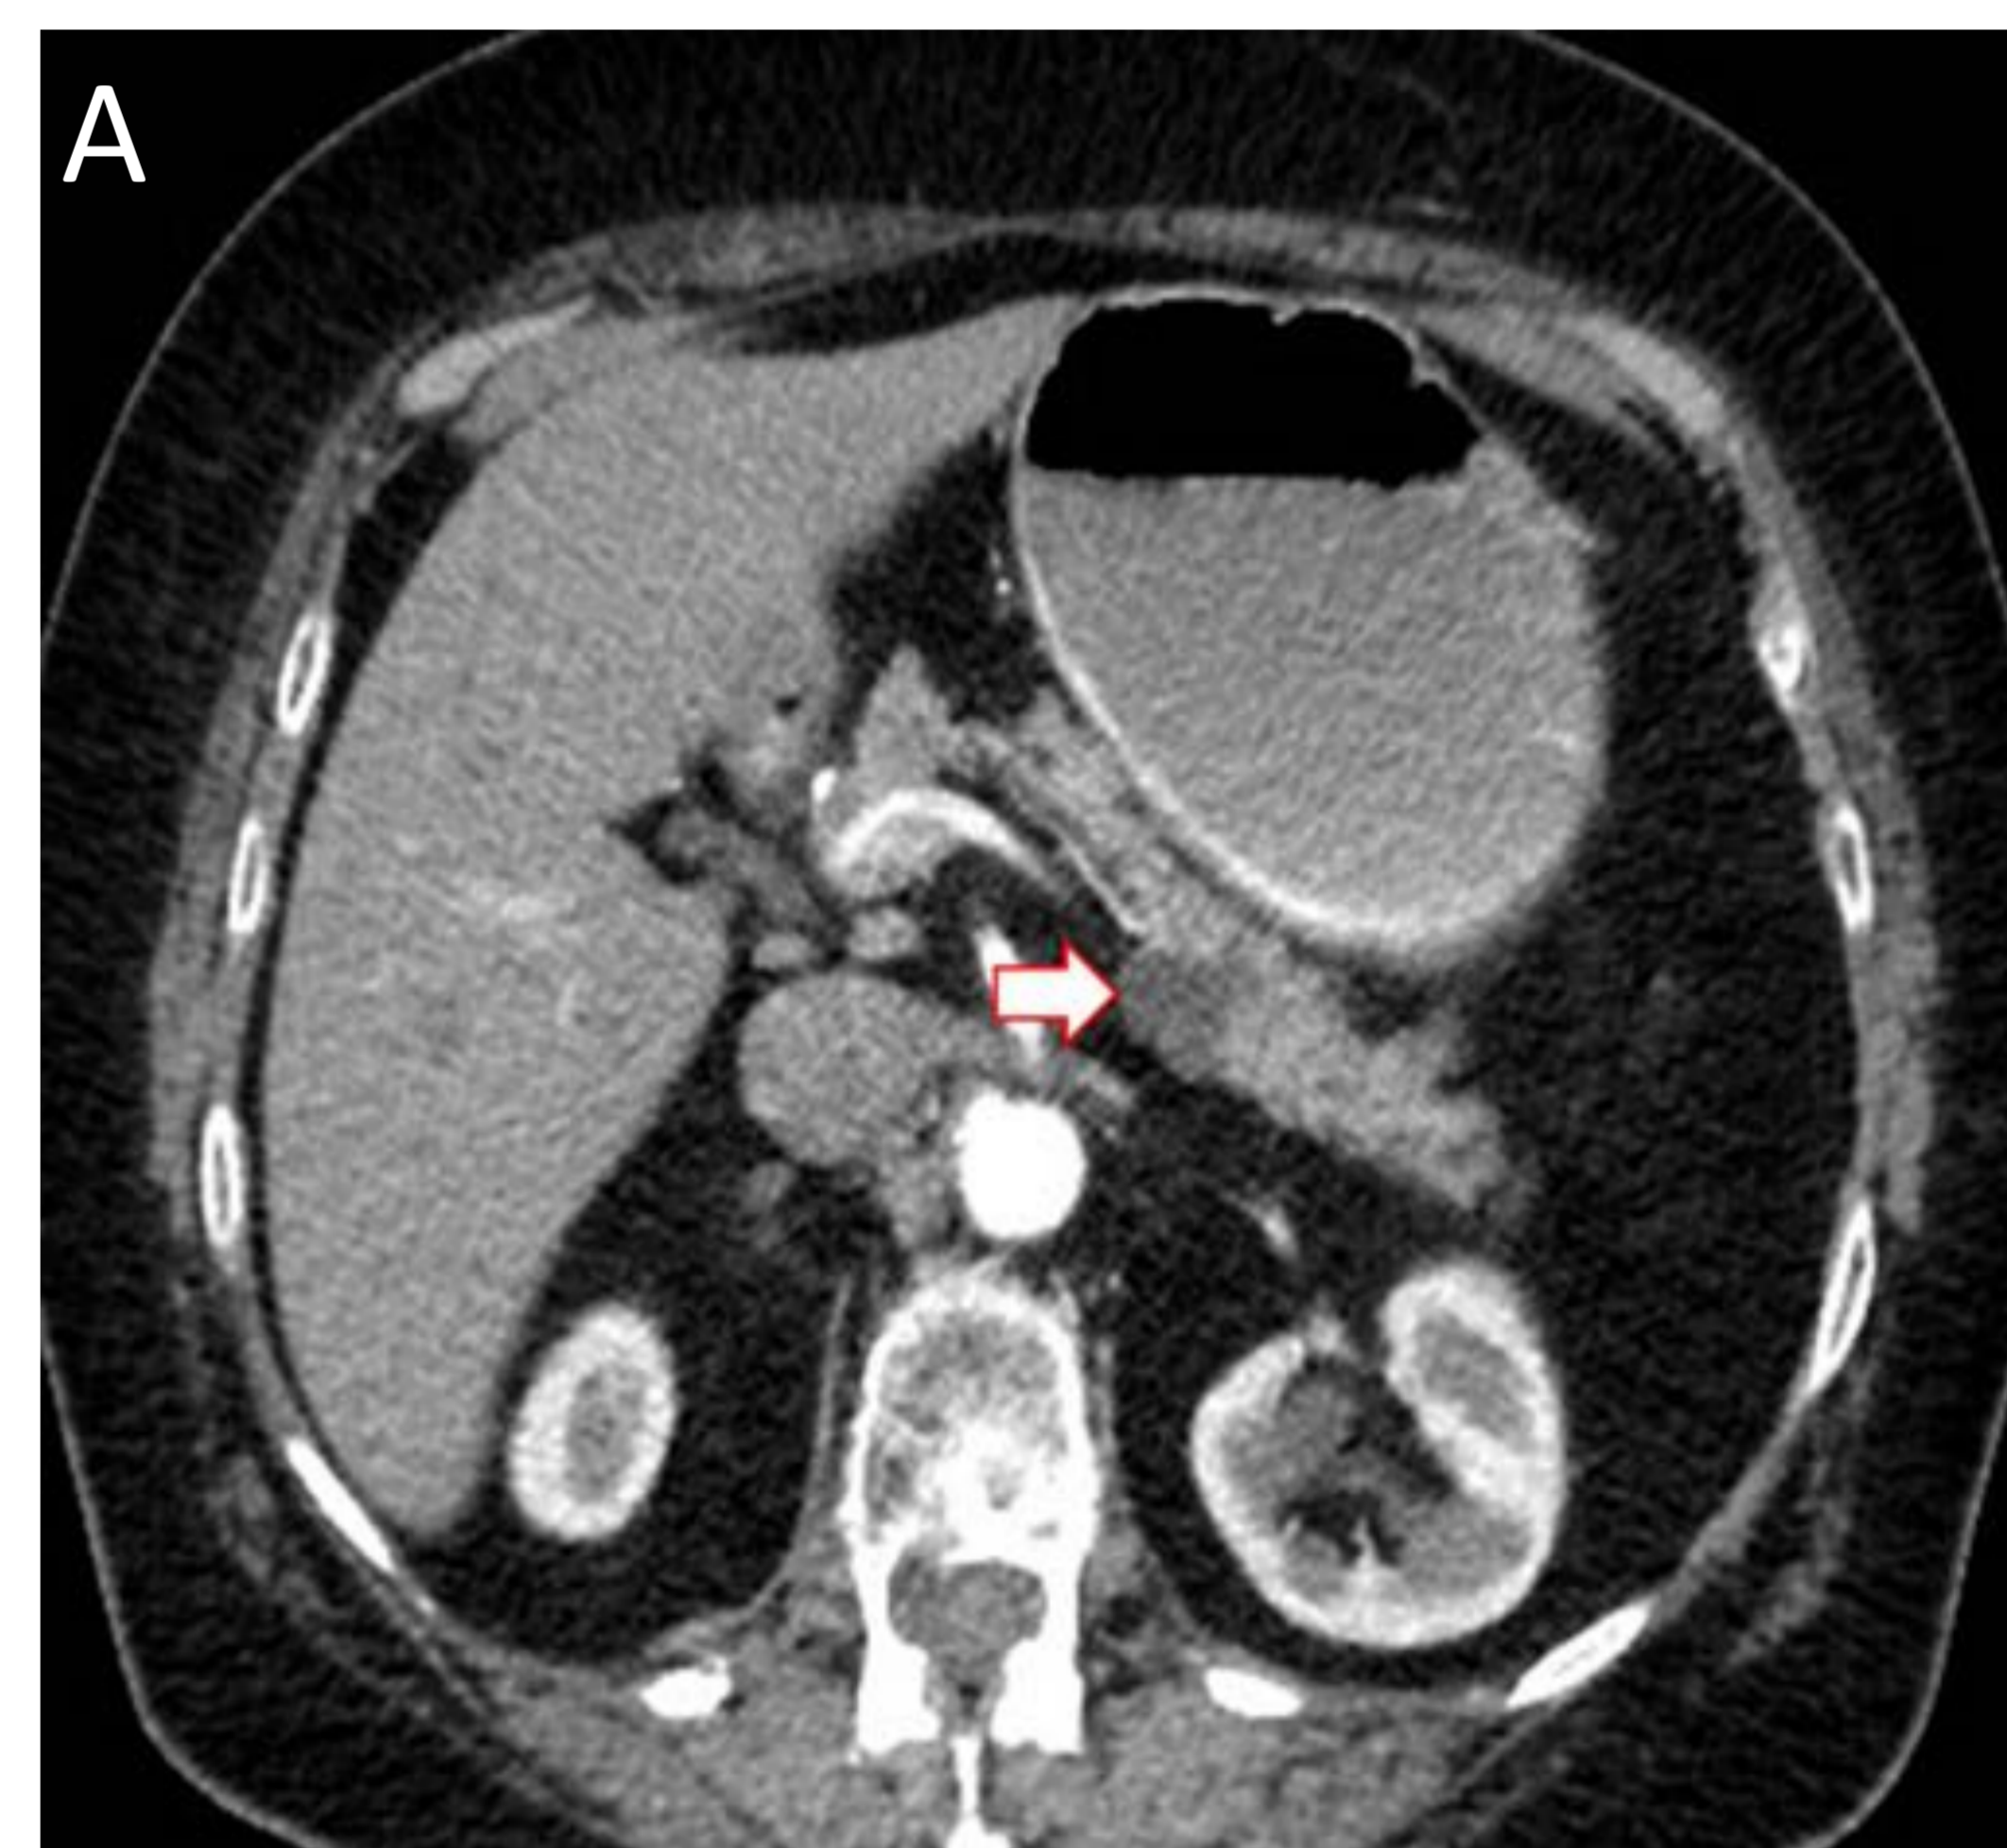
Cistoadenoma seroso en cuerpo pancreático. A) TCMC con CIV. B) RM secuencia T2. Se aprecia formación quística a nivel de la unión entre cuerpo y cola pancreáticos (flechas), hiperintensa en T2, con presencia de pequeños septos internos que desplaza discretamente el conducto pancreático de calibre normal.
